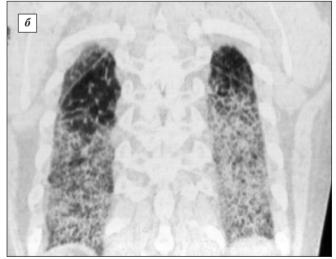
Компьютерные томограммы (а, б). Интерстициальное поражение легких. Фиброзирующий альвеолит
